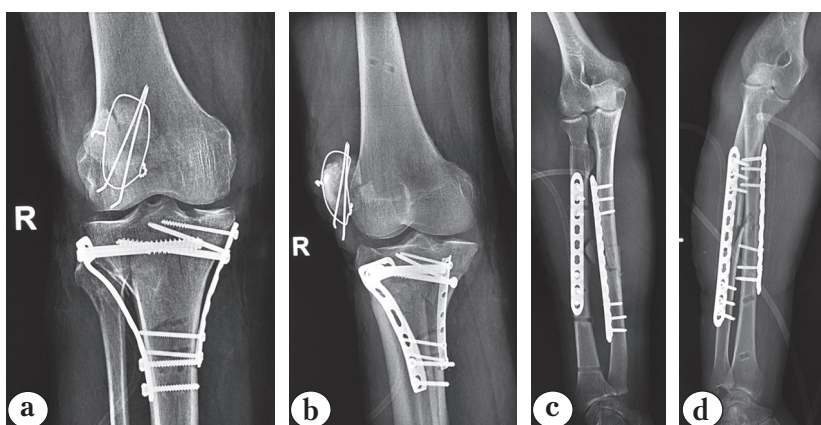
Рентгенограммы после остеосинтеза правого надколенника (а), мыщелков правой большеберцовой кости (b) и костей левого предплечья (с, d)
